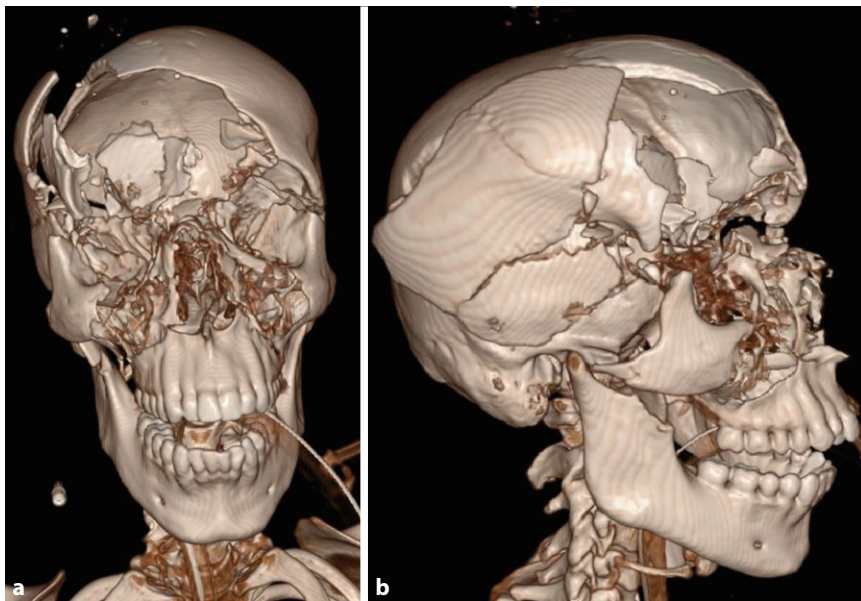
▲ Computertomographie: Schädel frontal (a) und seitlich (b)
